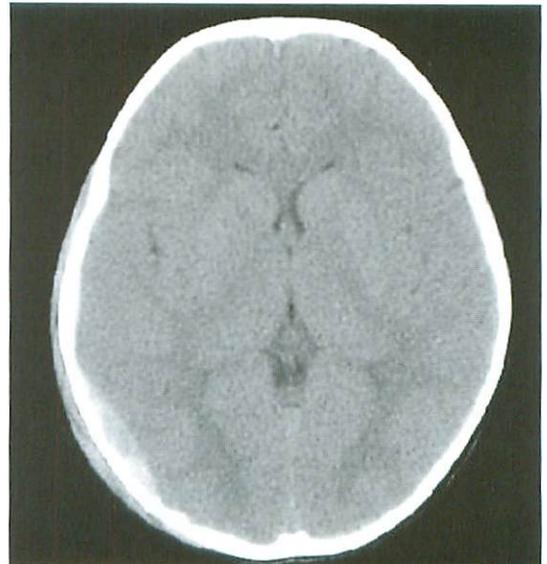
Acute epidural hematoma. Axial CT image without contrast demonstrating biconvex fluid collection in the right parieto-occipital region.
